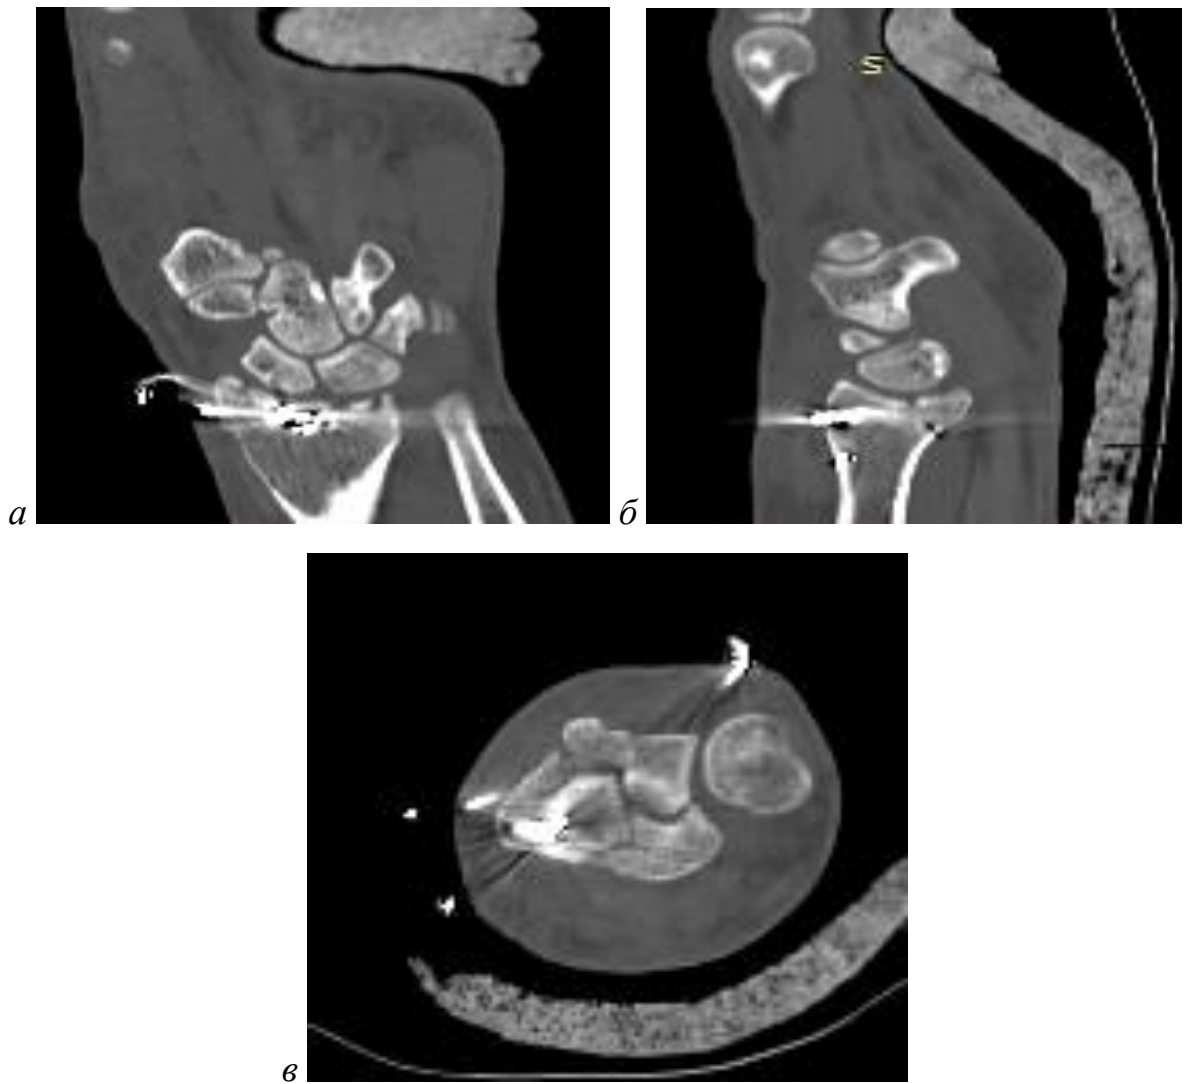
Пострадавший И., 31 год: *а–в* — результаты компьютерной томографии в послеоперационном периоде, коронарная, сагиттальная и аксиальная проекции. Определяется устранение выраженного смещения внутрисуставных костных отломков, восстановлена конгруэнтность суставной фasetки ДМЭЛК, фиксация перелома спицами. Пенетрация суставной поверхности спицами не выявлена
